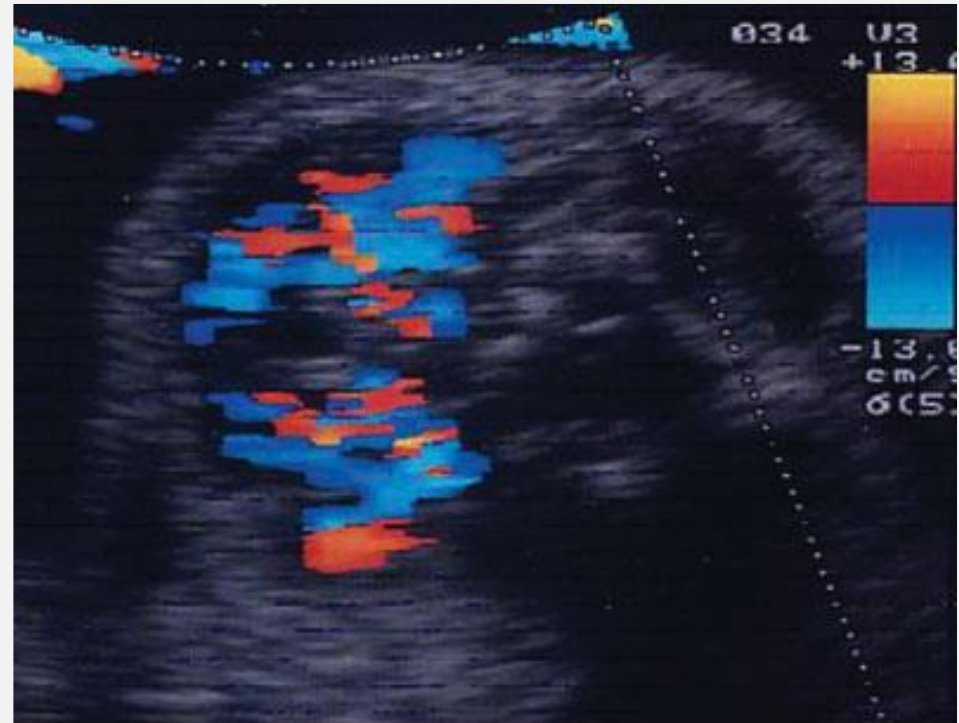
Imagen Doppler color (vista transversal) del cuello fetal que muestra la vascularización central de un bocio.
